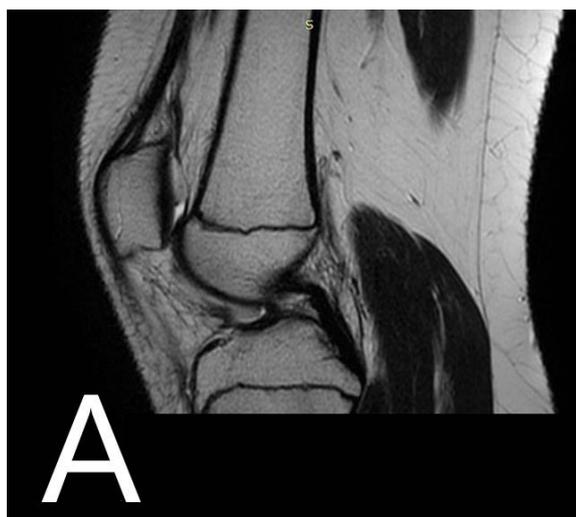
А – ЗКС в сагиттальной плоскости на МР томограмме КС. Б - Метод измерения длины задней крестообразной связки. В - Метод измерения ширины задней крестообразной связки в средней её части. Г - Метод измерения длины прикрепления задней крестообразной связки к бедренной кости. Д - Метод измерения длины прикрепления задней крестообразной связки к большеберцовой кости.
